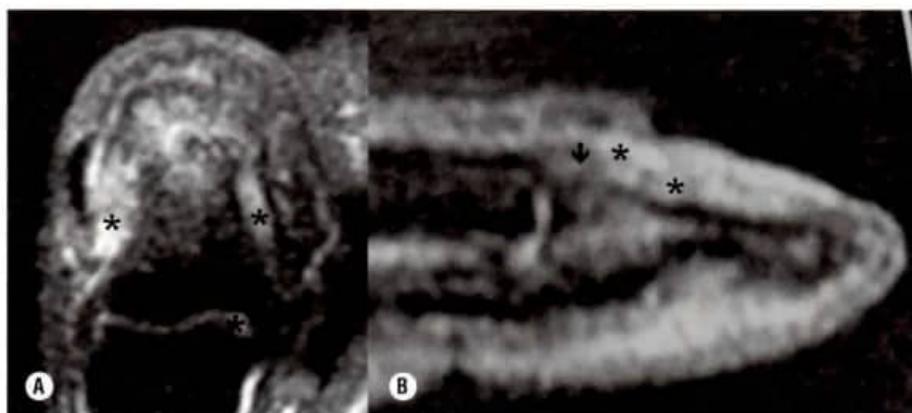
Ressonância nuclear magnética (RNM) na psoríase ungueal A. Em T2 supressão de gordura, e alto sinal ao redor da articulação e ao lado da falange distal perto do leito ungueal (indicado por asterisco). B. Corte transversal, alto sinal em T2 demonstrando os tecidos espessados sob o leito ungueal e dobra proximal (indicado por asterisco) e na região da êntese, tendão extensor anormal que está espessado e apresenta uma perda do sinal, baixo sinal (seta).
